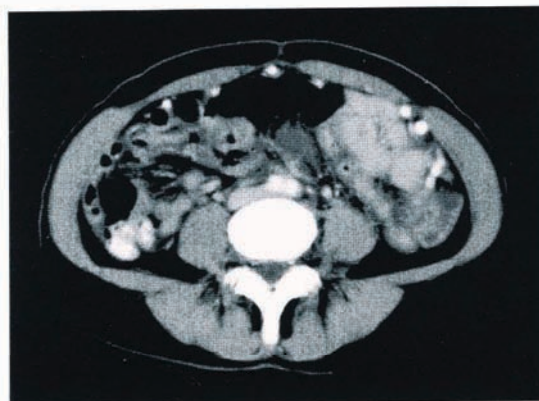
造影 CT 像 前腹壁下に拡張した血管の走行を認める。
